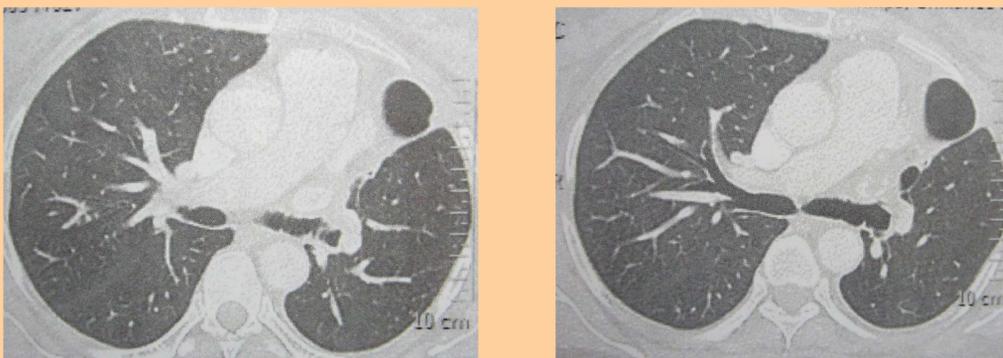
Tomografia computadorizada mostrando desaparecimento completo da cavidade pleural e coto brônquico fechado.
